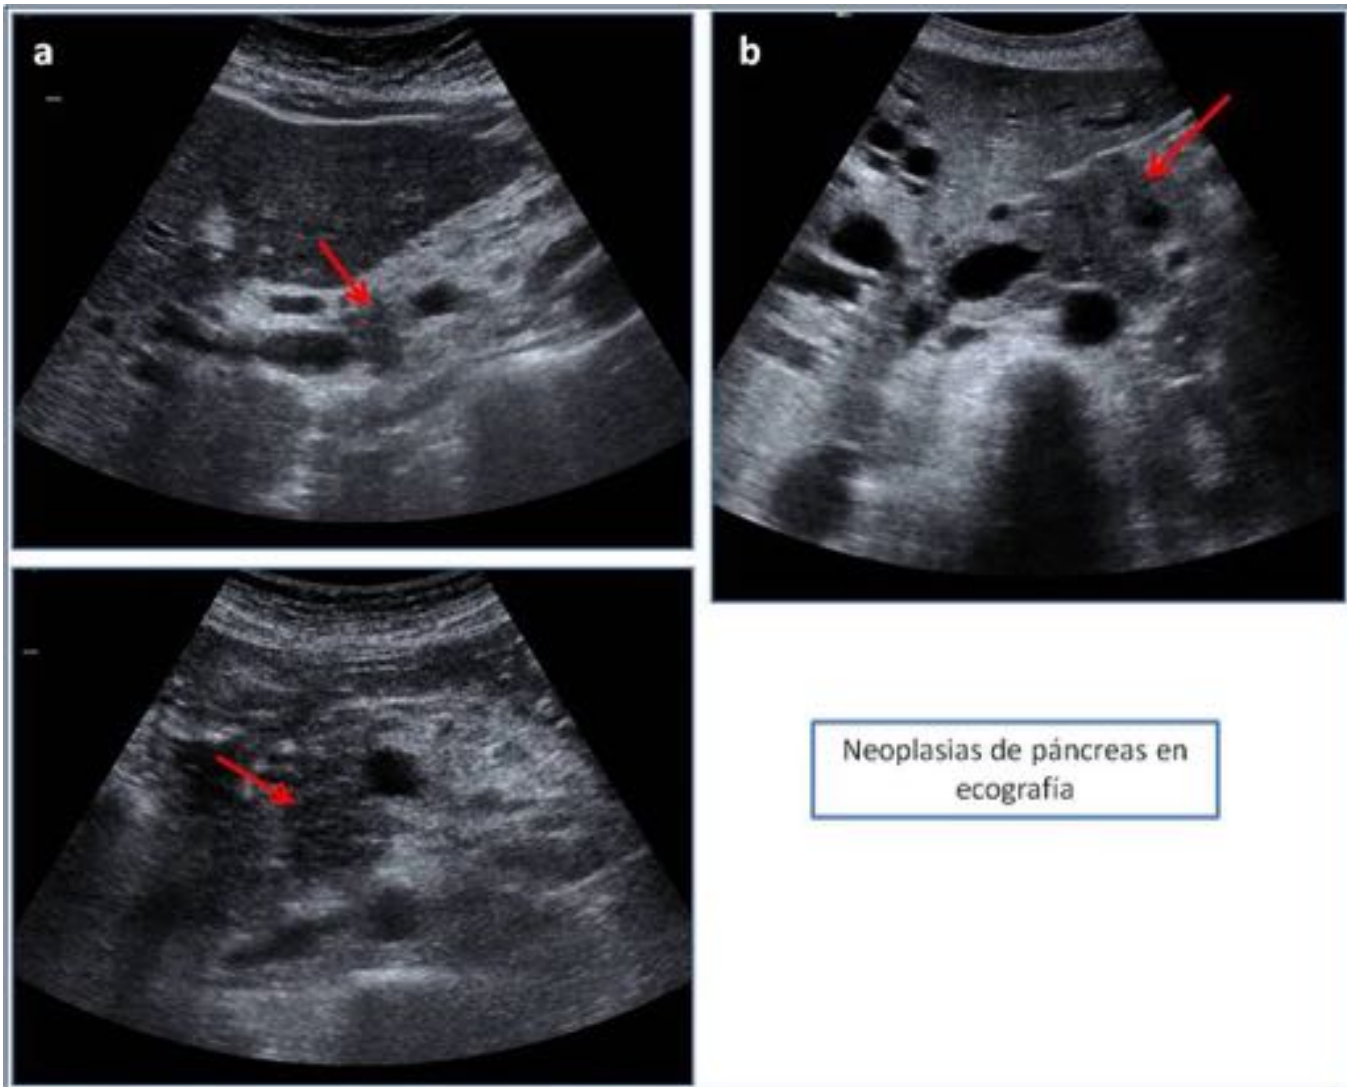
Neoplasias pancreáticas en ecografía. (a) Tumor en cabeza de páncreas con amputación brusca del conducto colédoco, que se encuentra dilatado. (b) Tumor en cabeza-cuello de páncreas con dilatación biliar asociada. (c) Tumor en cabeza-cuerpo de páncreas.
